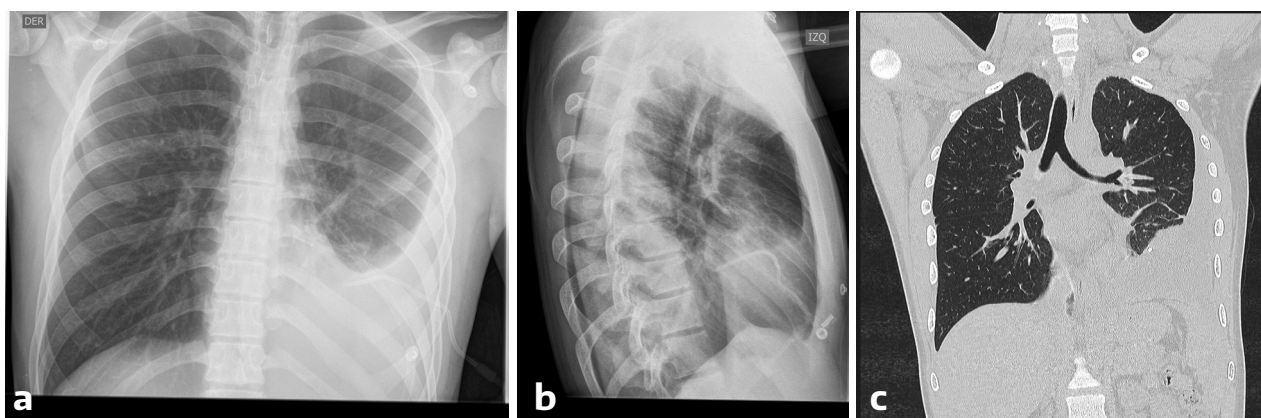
Radiografía de tórax anteroposterior (a-b) se observa radiografía de tórax con velamiento costo diafragmático izquierdo con acentuación de intersticio para hilar bilateral. Tomografía axial computarizada de torax (c) se observa derrame pleural izquierdo en moderada cantidad, además de condensación neumónica basal posterior izquierda con broncograma aéreo
